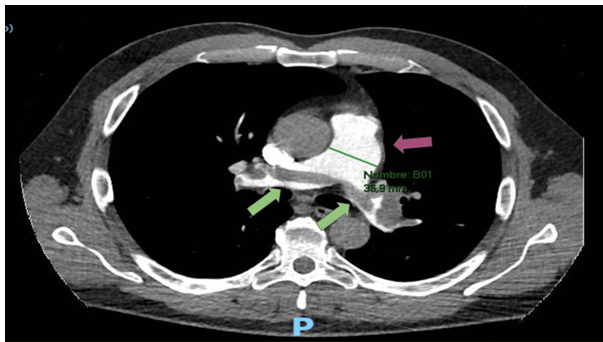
Angiotomografía de tórax. Corte axial donde se evidencian tronco de arteria pulmonar dilatado (37 mm) (flecha violeta) y defecto de relleno en silla de montar, comprometiéndose tronco pulmonar derecho e izquierdo (flechas verdes).
